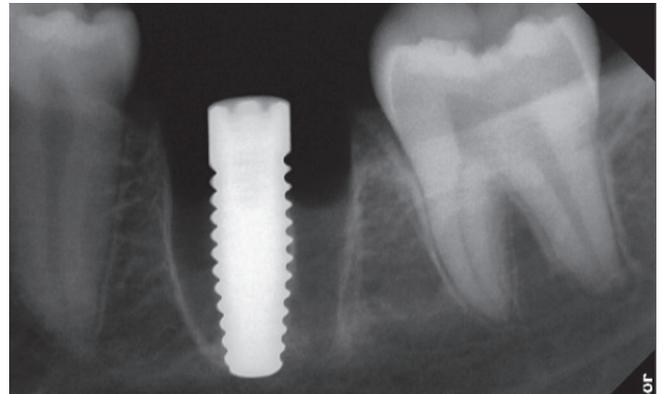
Röntgenbild des Implantats regio 36.
